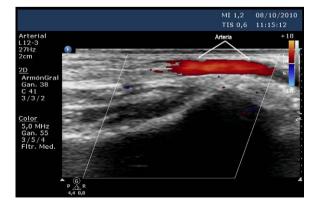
Arterial radial corte longitudinal, imagen Doppler color.
